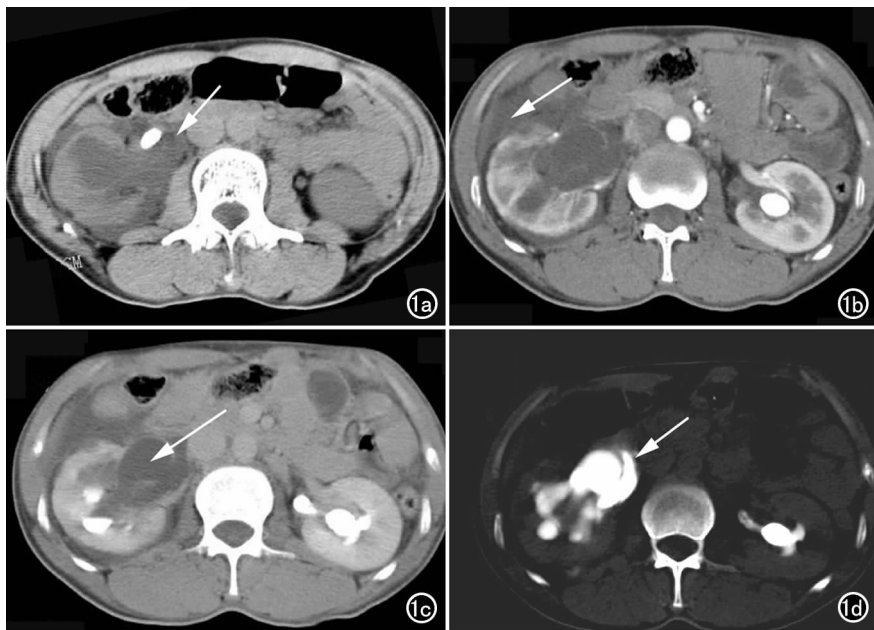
a) CT 平扫示右侧肾盂肾盏扩张,肾周可见积液(箭);b) CT 增强扫描示右侧肾周积液(箭);c) CT 增强肾盂期示肾周积液及肾盂内分层现象(箭);d) CT 增强延时 4 小时后见对比剂经肾盂壁缺损外漏(箭)。
